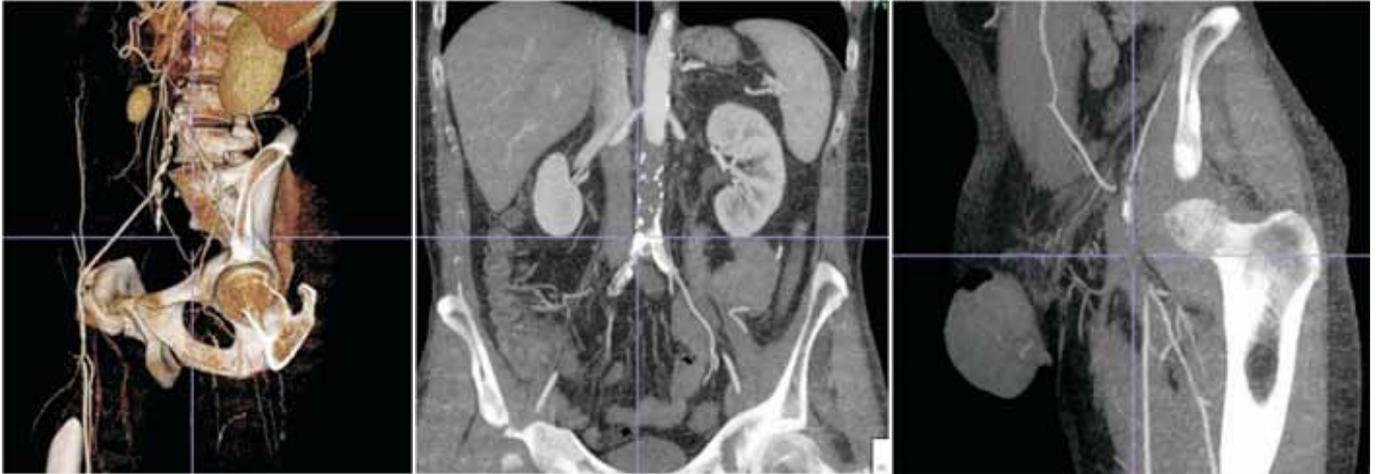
CTA 3D reconstruction (1a) and MIP views (2b-c) showing complete occlusion of the IRAo with large clot burden and bilateral CIA occlusion. Reconstitution of the right EIA and occlusion of the left CFA and proximal SFA.
